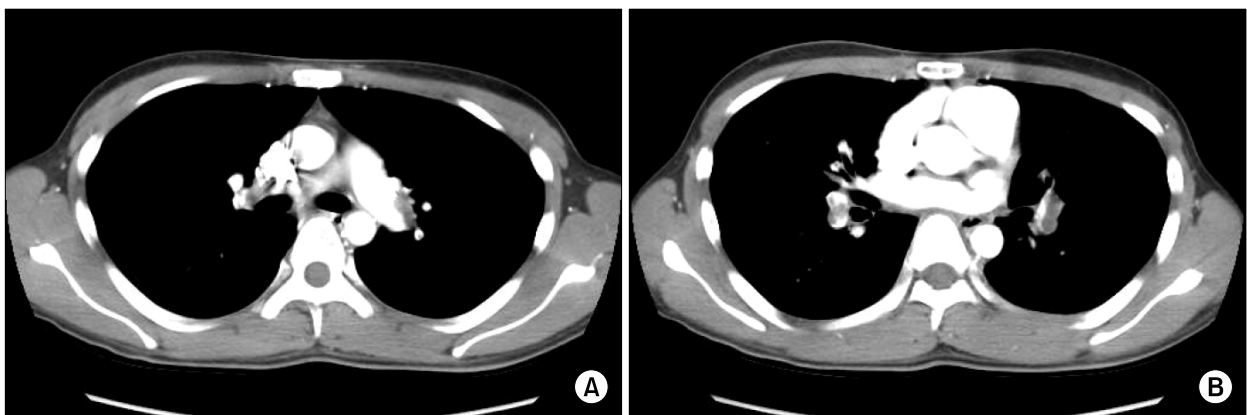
Chest computed tomography demonstrates filling defects from left main pulmonary artery to the both segmental pulmonary arteries (A, B).
